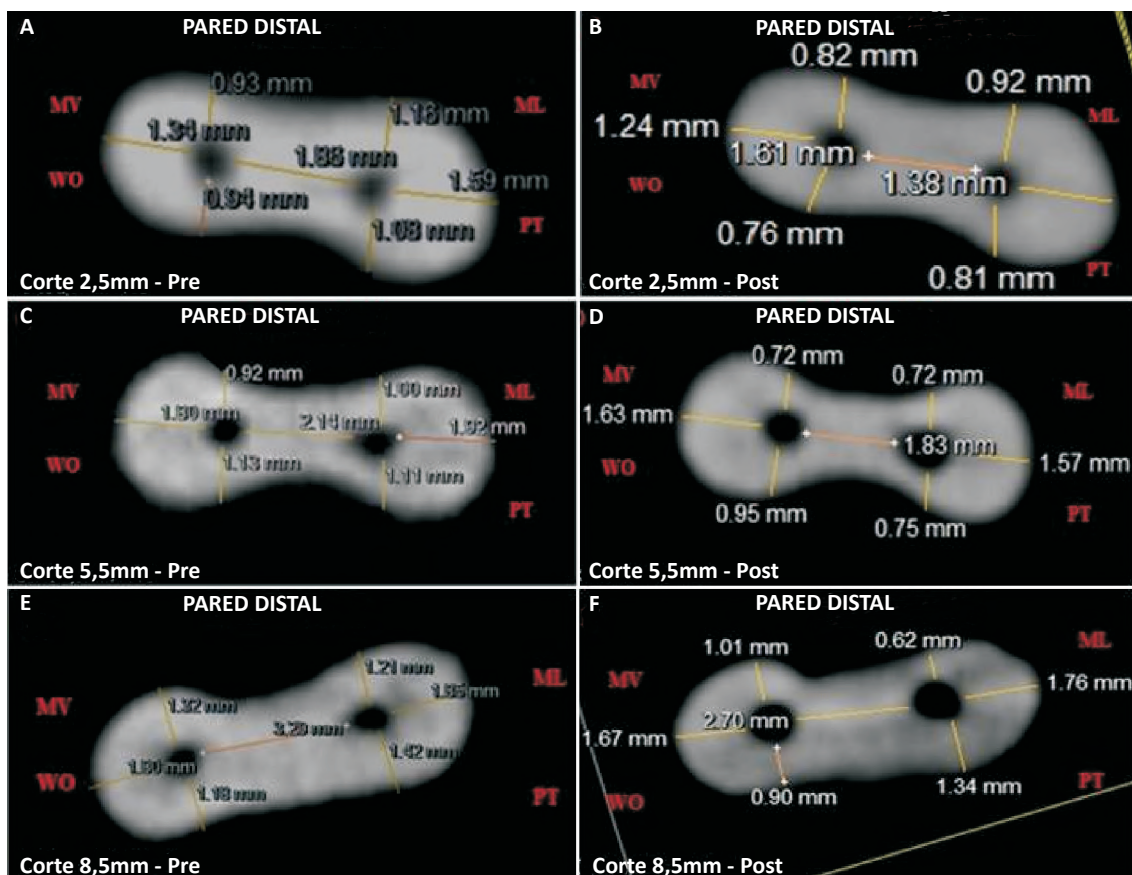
A-F. Medida del espesor del tejido duro en las imágenes de la tomografía preoperatoria, a 2,5 mm (A), a 5,5 mm (C) y a 8,5 mm (E). Medida del espesor de tejido duro en las imágenes de la tomografía posoperatoria, a 2,5 mm (B), a 5,5 mm (D) y a 8,5 mm (F). ML: conducto mesiolingual; MV: conducto mesiovestibular; PT: sistema ProTaper Universal; WO: sistema WaveOne.
